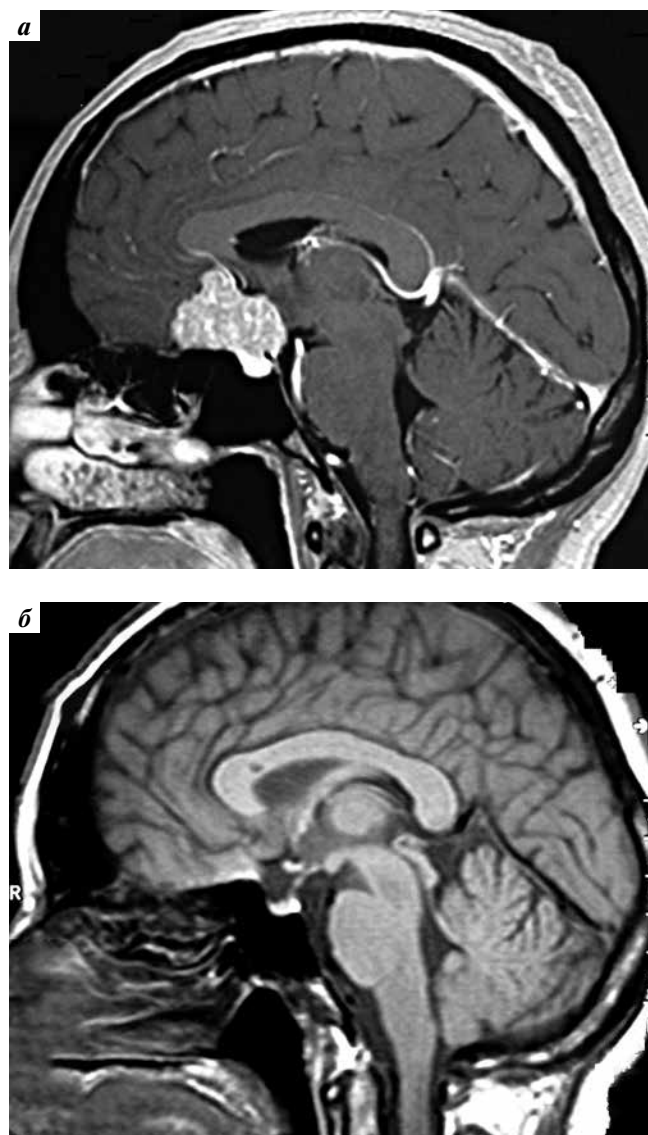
Магнитно-резонансная томография: а – до операции; б – после удаления менингиомы хиазмально-селлярной области через супраорбитальный чрезбровный доступ
